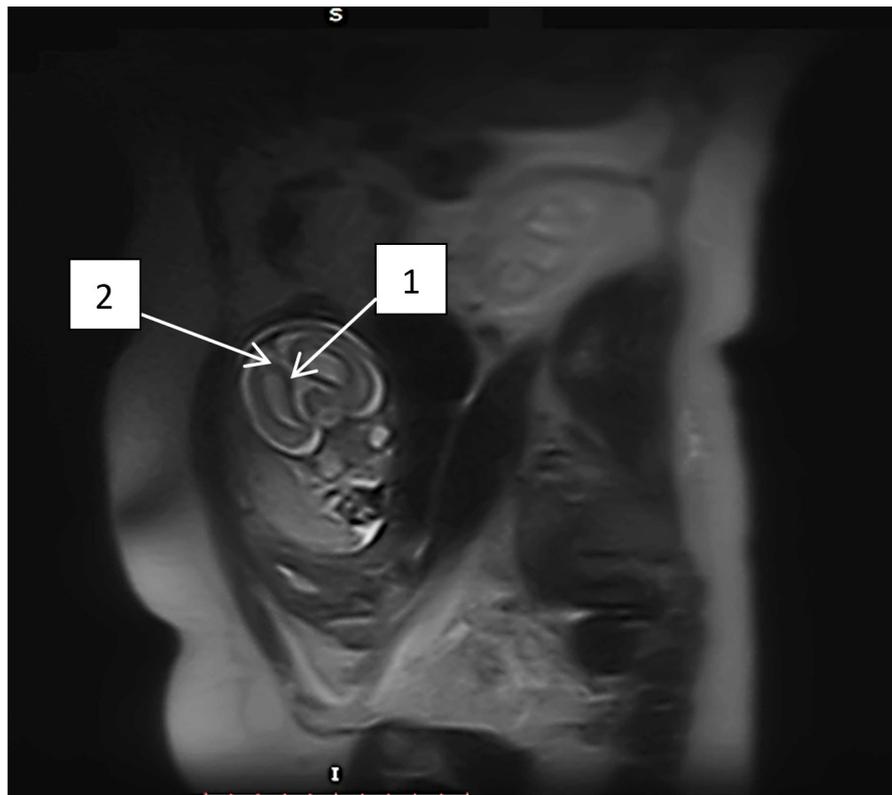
МРТ плода в сагиттальной проекции T2 ВИ:
